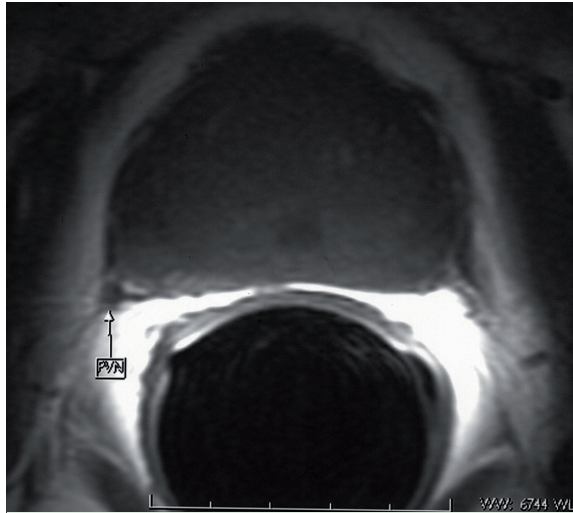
RMN de la próstata.
